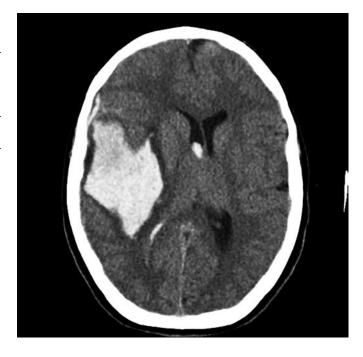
Компьютерная томограмма, задача № 3
